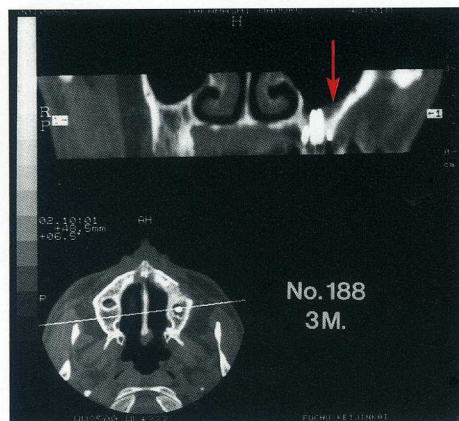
術後3ヶ月の短期撮影CT検査ではインプラント周囲に骨造成部の豊隆を認めたものの(矢印)、洞粘膜に異常はみられなかった。
